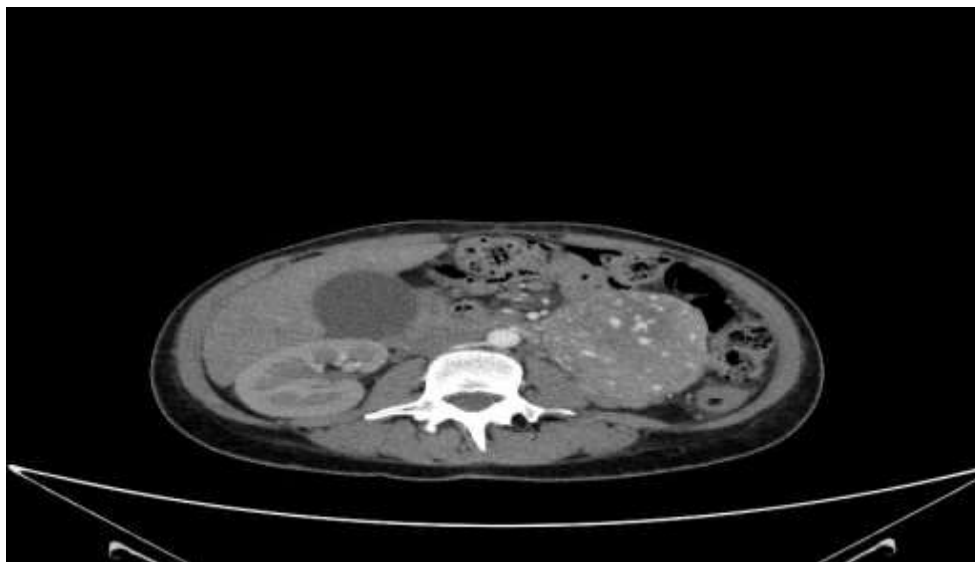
Tomografía axial computarizada de abdomen (06.05.2020): Diagnóstico de masa retroperitoneal, de aspecto neoplásico de 8x7x6 cm, vascularizada y sin demostrar organodependencia.
